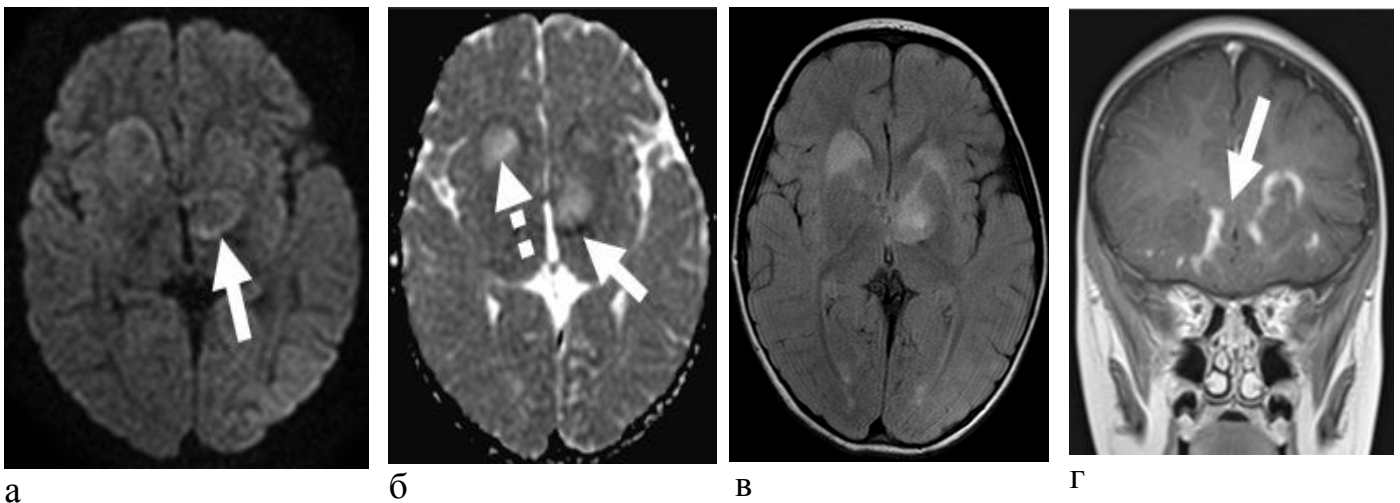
Клинический пример, М-ва А.Д., возраст 4 года. Диагноз: ВЭ сочетанной герпесвирусной этиологии (ВГЧ 6 и ВЭБ), № и/б 166970/2018. При МРТ определяются очаги поражения в базальных ядрах слева и в перивентрикулярной области с повышенным МР-сигналом на FLAIR (в), с цитотоксическим отеком в их краевых отделах (сплошная стрелка на а - ДВИ  $b=1000$  с/мм<sup>2</sup> и б - ИКД) и вазогенным отеком в центральных отделах (пунктирная стрелка, б - ИКД), с накоплением контрастного вещества на T1 ВИ (сплошная стрелка, г)
